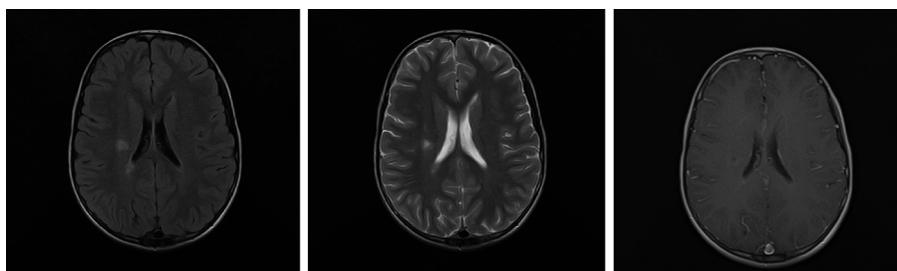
Пациент В. FLAIR, T2, T1+C режимы МРТ от 2022 года.
